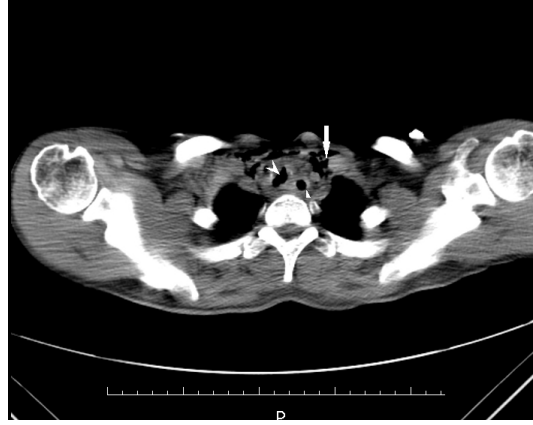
Hastanın hastane kayıtlarındaki eski bir BT görüntüsü, ileri seviyede trakeal darlığı mevcut.
